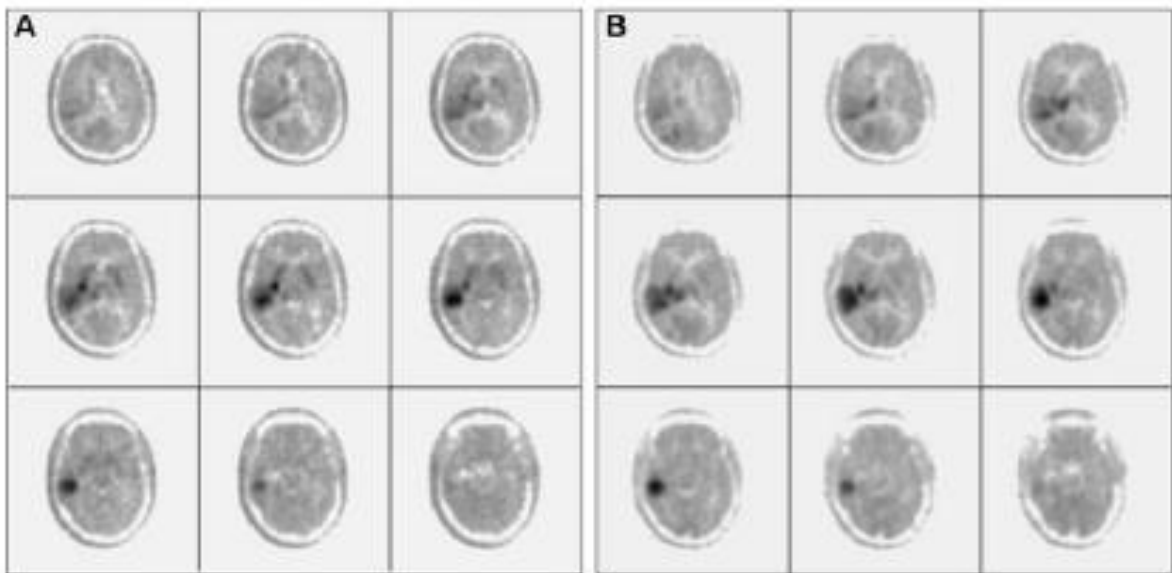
TEP ^{18}F -DOPA (A) et ^{11}C -MET (B) chez un patient pris en charge pour un glioblastome multifocal. Les hyperfixations étaient d'étendues équivalentes sur les deux modalités. Le SUV était plus élevé pour la MET que pour la DOPA (6 vs 4.6) (79)
